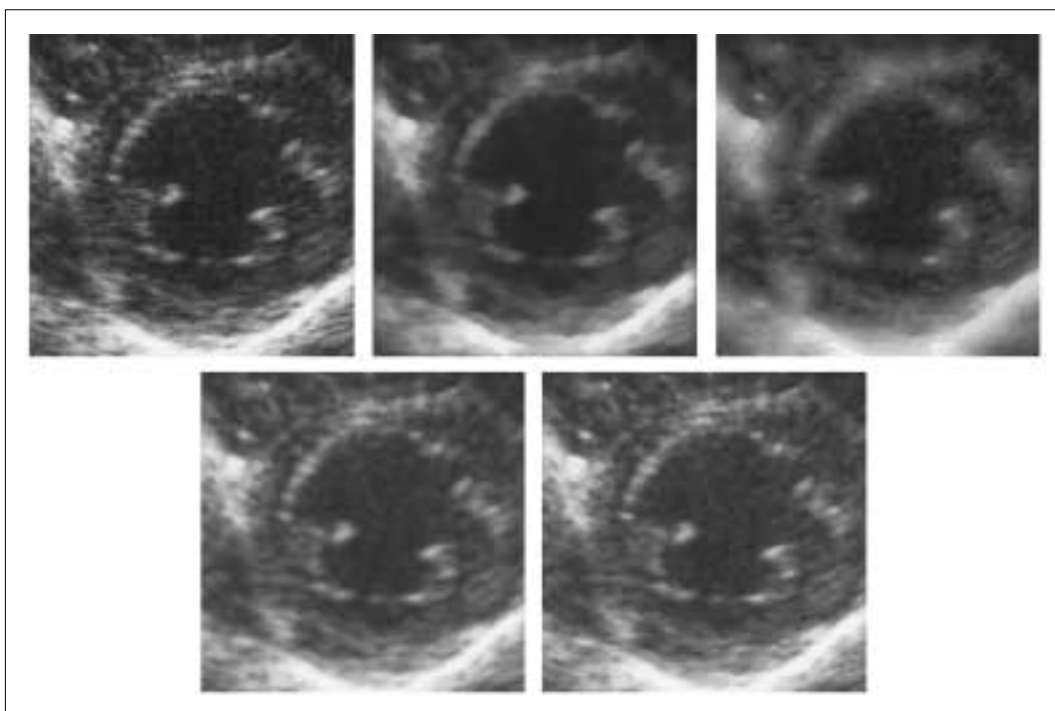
Processed echocardiograms.
